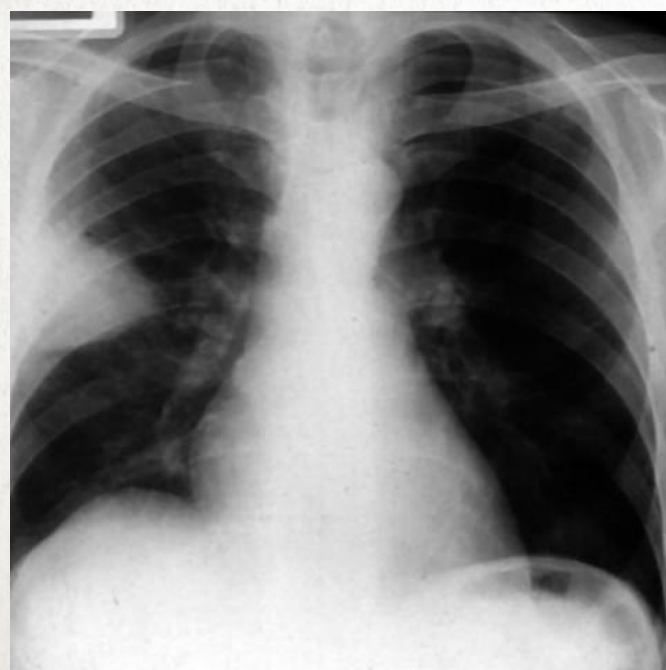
Обзорная рентгенограмма ОГК. Аневризма дуги и нисходящего отдела аорты при синдроме Марфана
